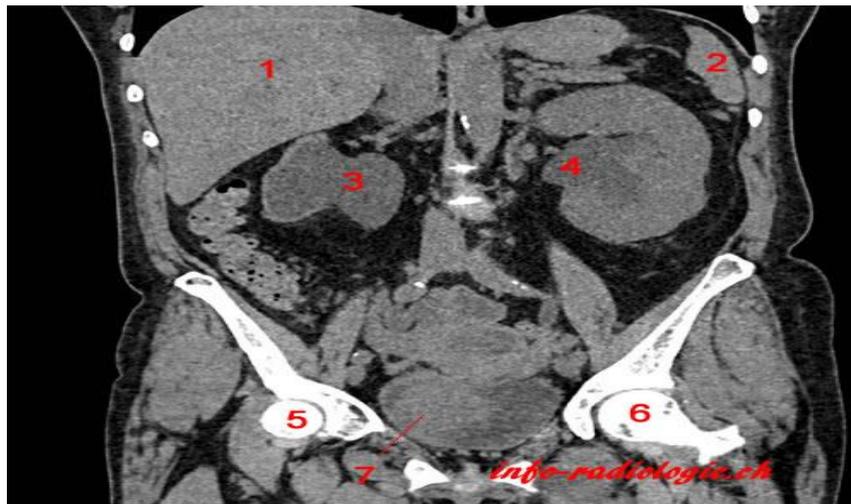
TDM de l'abdomen. Reconstruction coronale. 1. Foie. 2. Rate. 3. Rein droit hydro néphrotique. 4. Dilatation du système pyélocaliciel du rein gauche. 5. Tête fémorale droite. 6, Tête fémorale gauche. 7, Tumeur du col de l'utérus (adénocarcinome) envahissant la vessie.
